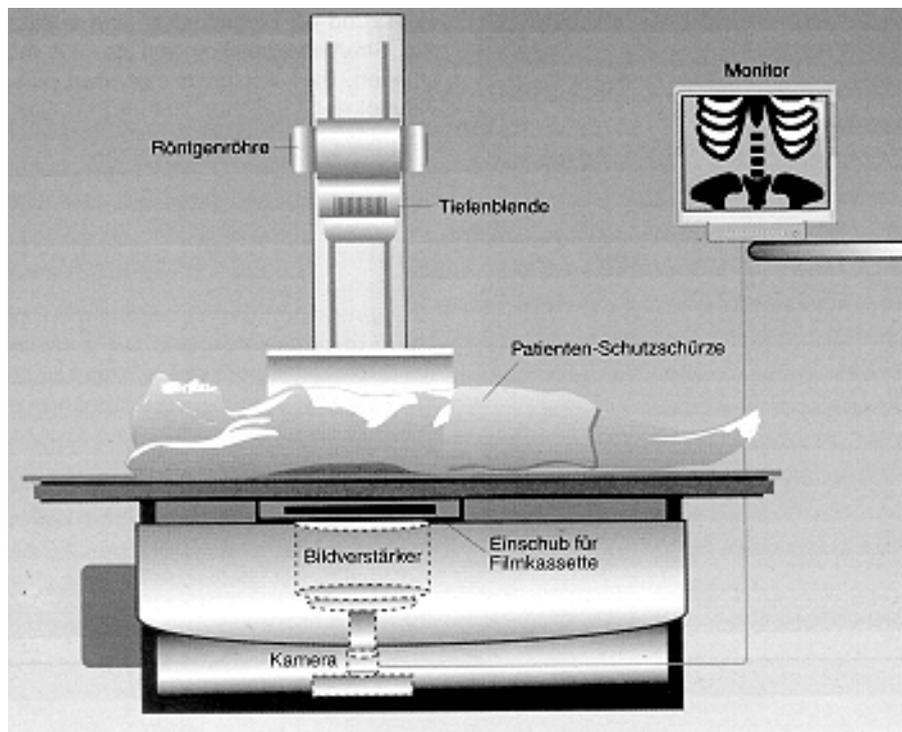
X Prinzipdarstellung einer röntgendiagnostischen Anordnung [J29]
